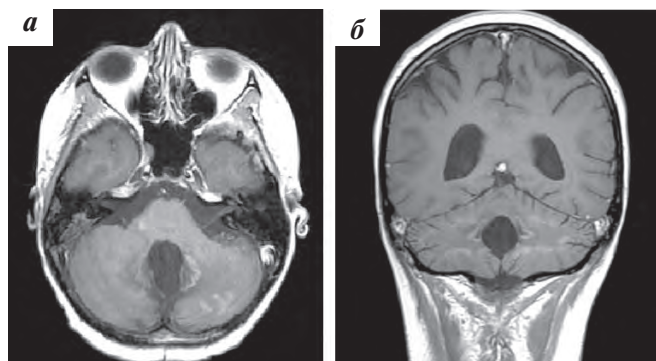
Пациентка К. МРТ головного мозга в режиме T1 после внутривенного контрастного усиления: а — аксиальный срез; б — фронтальный срез. Определяется уменьшение количества очагов в обеих гемисферах мозжечка и практически полное исчезновение накопления контрастного препарата
